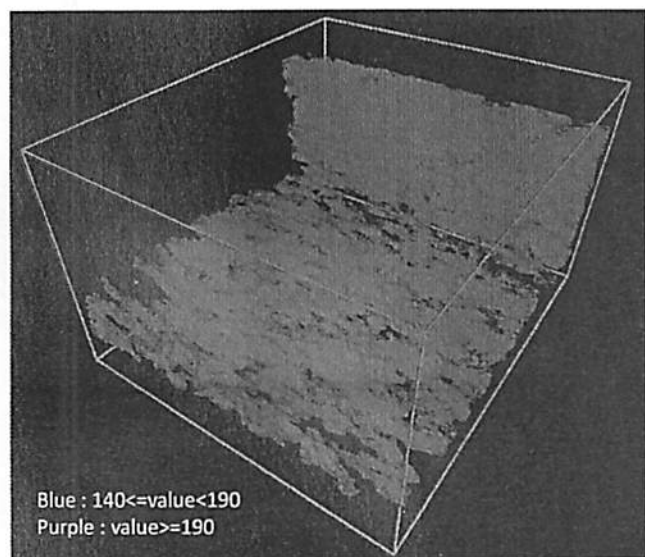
High CT value region
